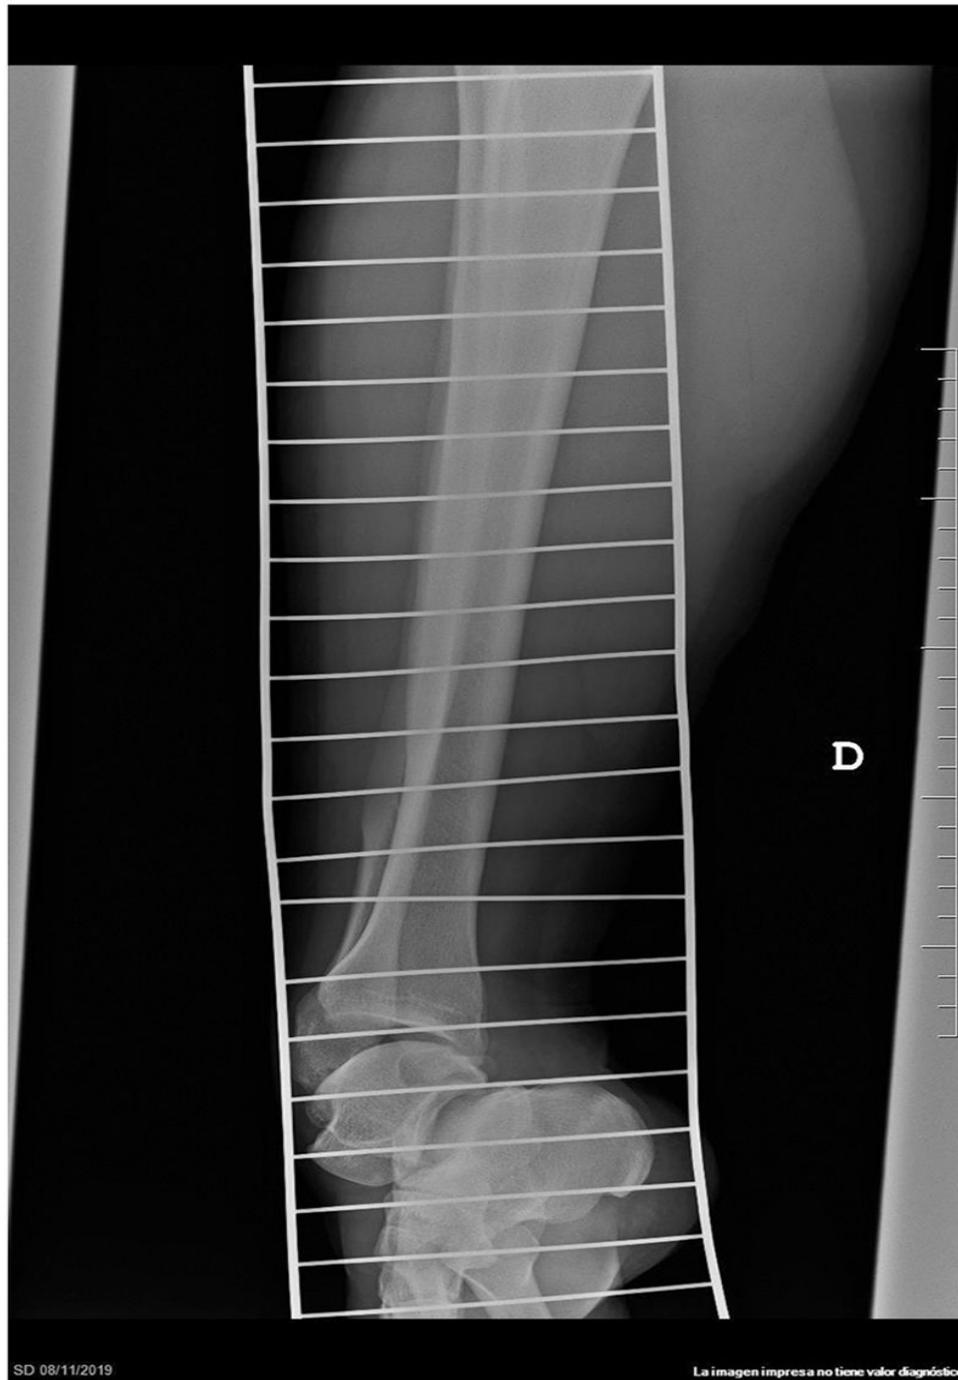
Radiografía lateral de tobillo: enucleación del astrágalo.
